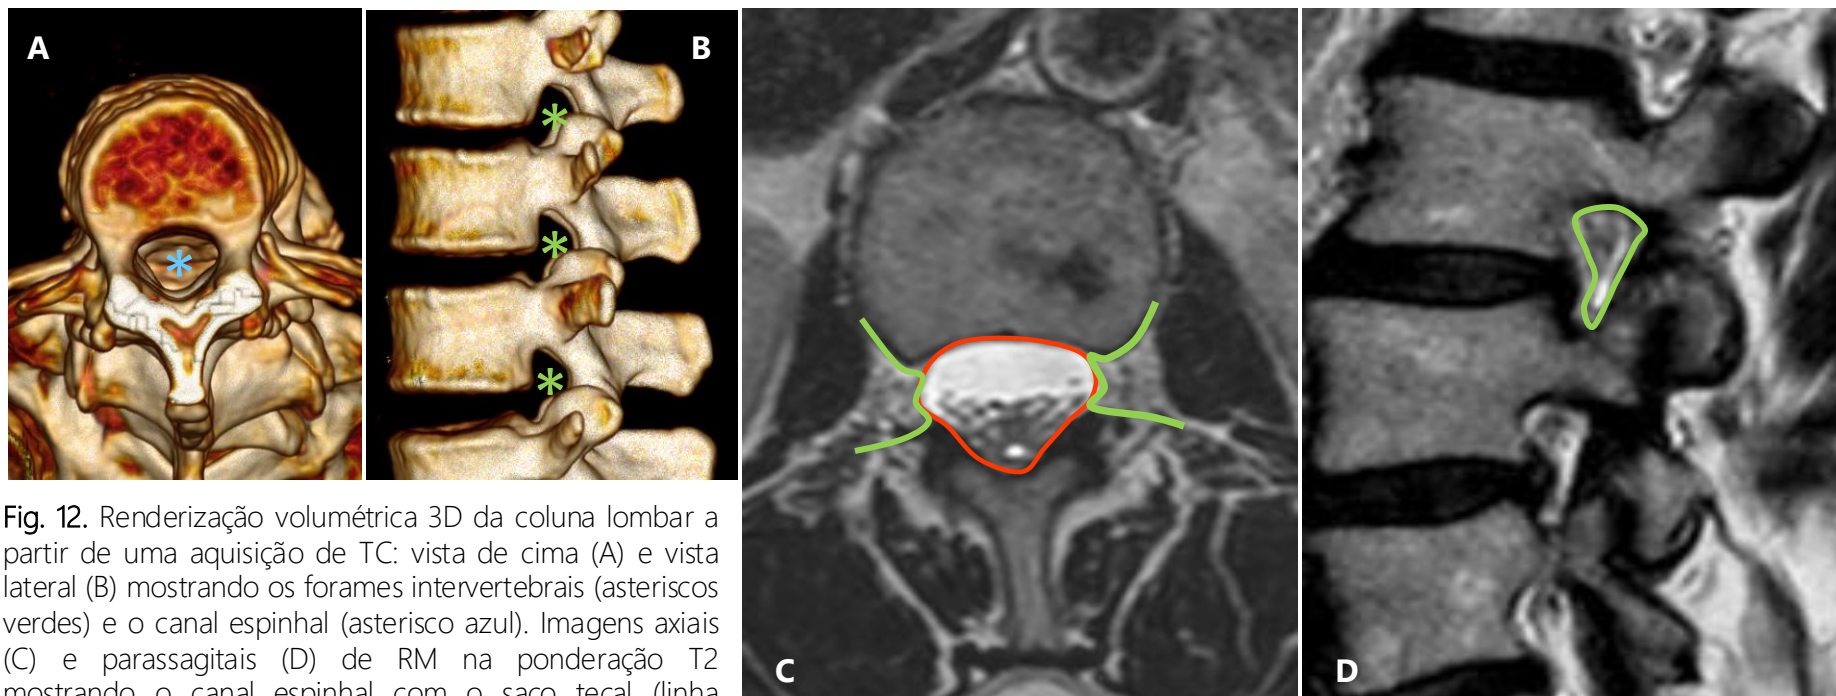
Renderização volumétrica 3D da coluna lombar a partir de uma aquisição de TC: vista de cima (A) e vista lateral (B) mostrando os forames intervertebrais (asteriscos verdes) e o canal espinhal (asterisco azul). Imagens axiais (C) e parassagittais (D) de RM na ponderação T2 mostrando o canal espinhal com o saco tecal (linha vermelha) e os forames neurais (linhas verdes).
